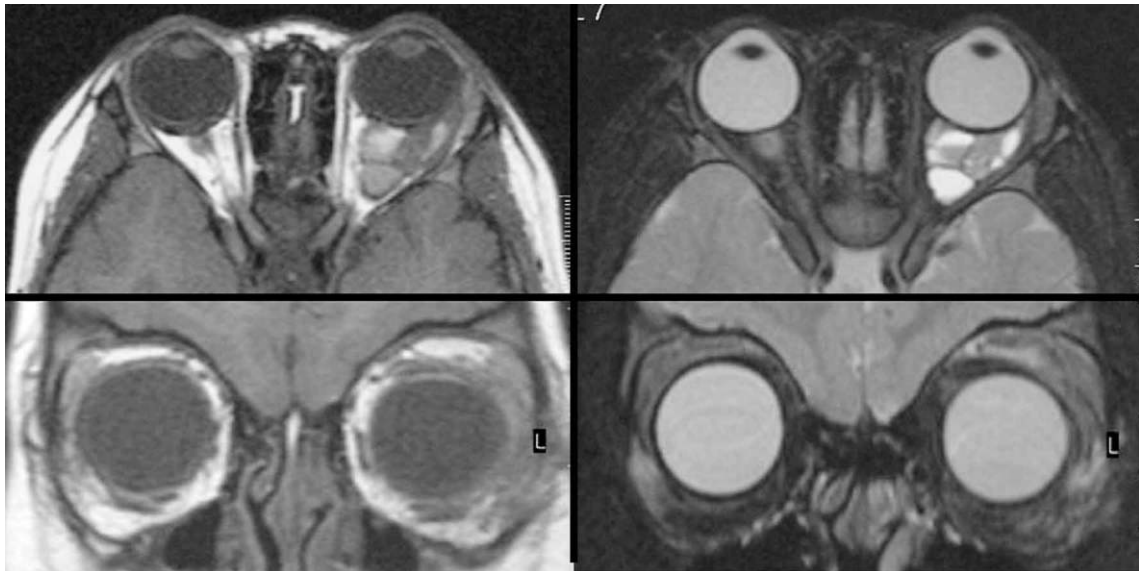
ドレナージ施行 2 か月後の MRI 所見.
